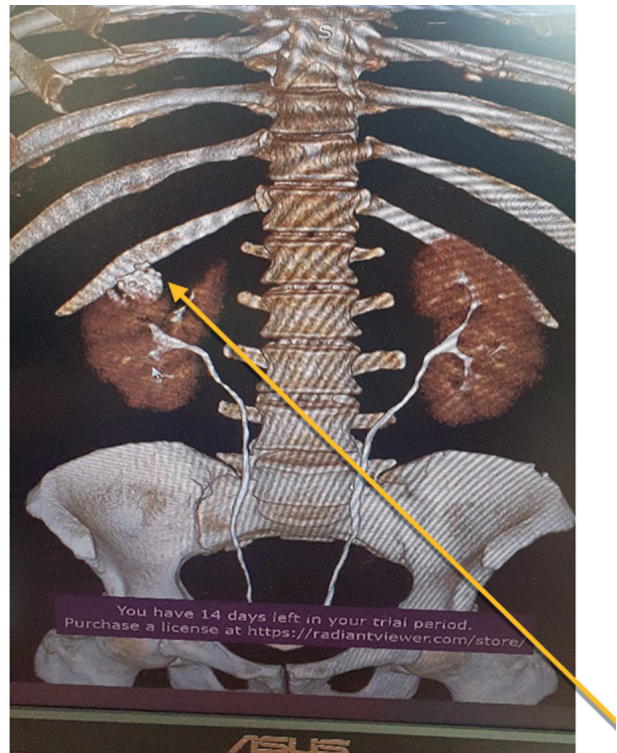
МСКТ почек с болюсом. Очаги деструкции в правой почке.
